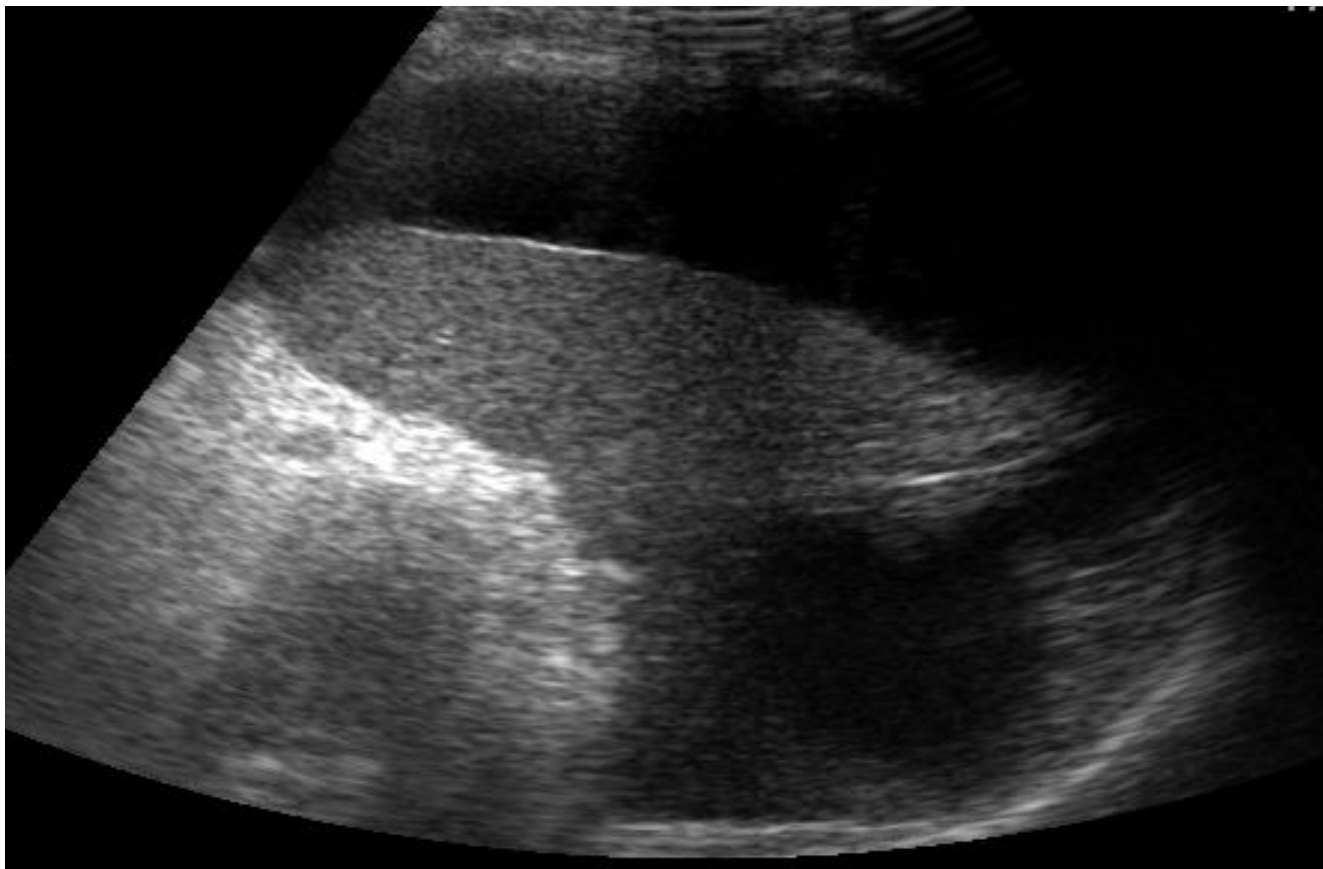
УЗИ (больной С., 7 лет).
